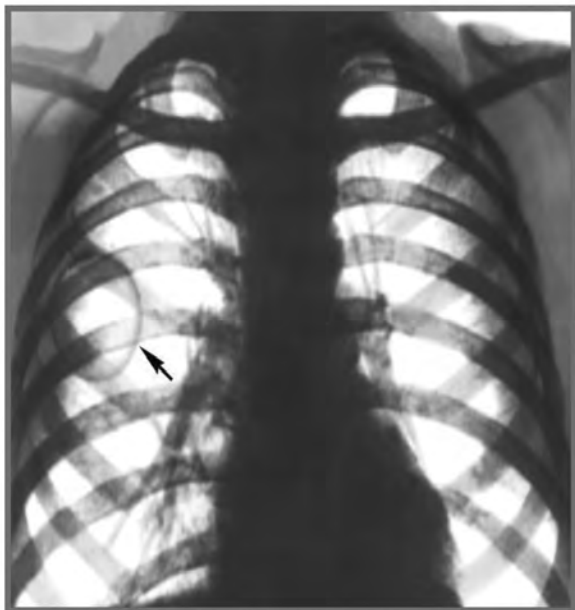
Рентгенограмма грудной клетки ребенка с врожденной воздушной кистой правого легкого в прямой и правой боковой проекциях.
